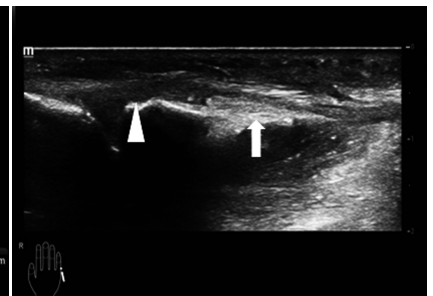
右手尺侧腕伸肌腱超声图像(箭头示尺侧腕伸肌腱;▲示局部肌腱回声减低模糊)
